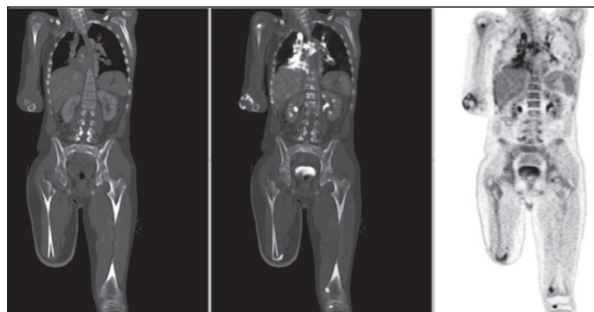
Varón de 15 años con osteosarcoma en pierna derecha operado. Se realizó PET-TC por sospecha de progresión de enfermedad, en la que se observó afectación ganglionar mediastínica e hilar y múltiples metástasis pulmonares y óseas.
